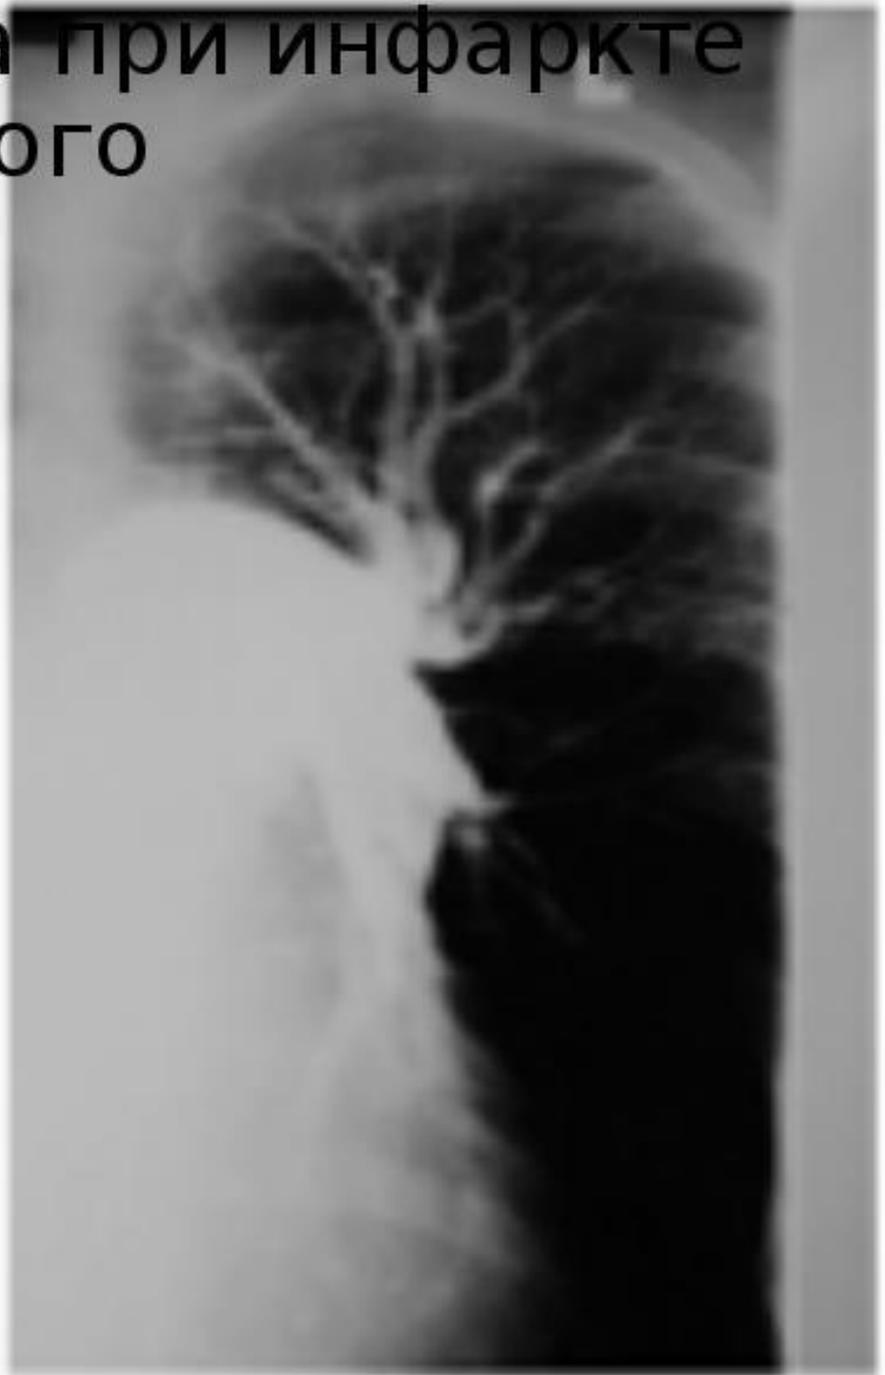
Рентгенография органов грудной клетки при тромбозии легочной артерии
